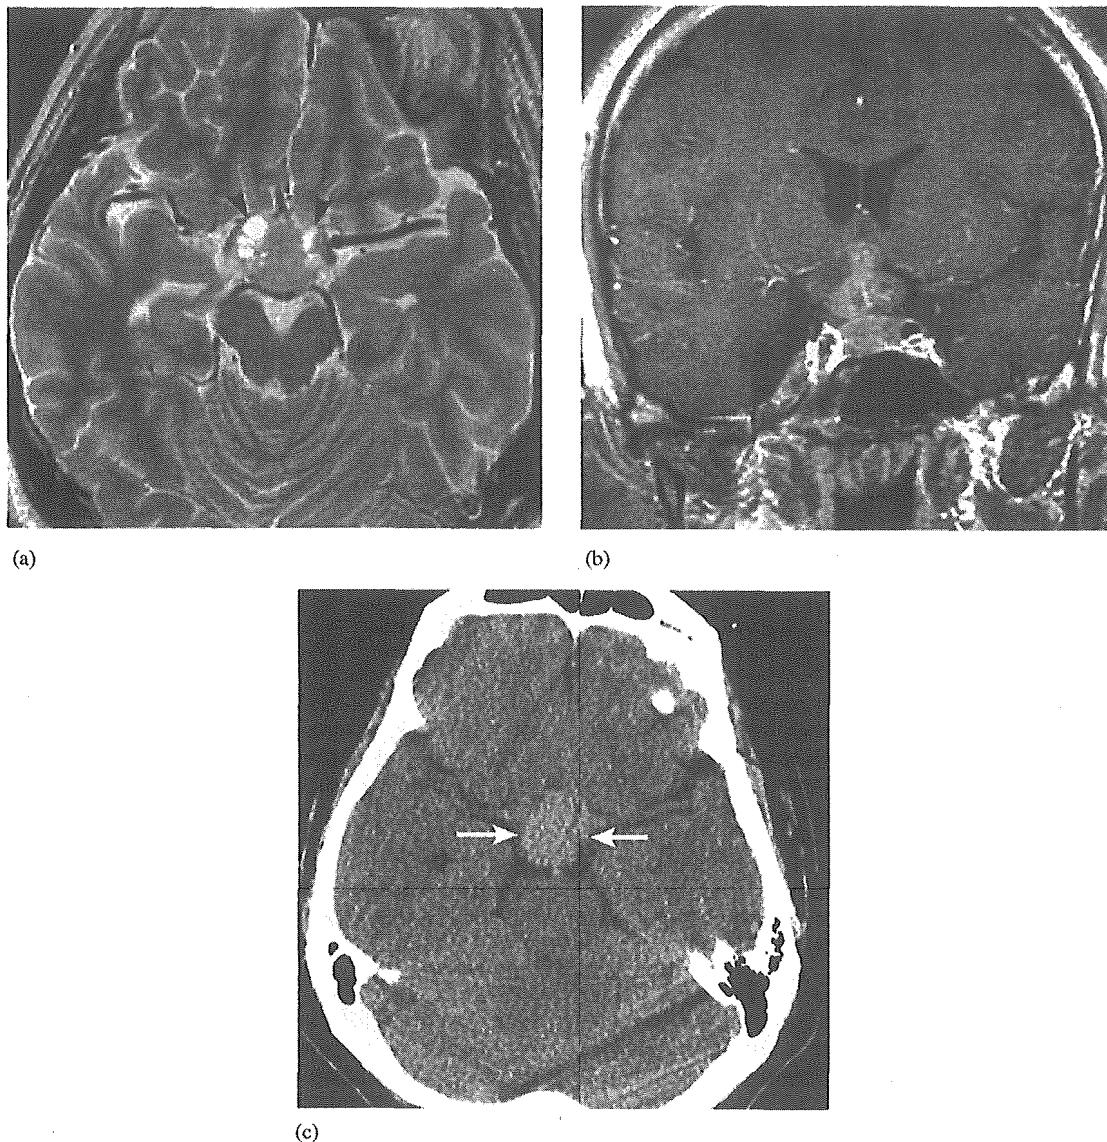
Case 12. Neurohypophyseal germinoma in a 26-year-old man. Axial T2-weighted MR image (FSE 4100/80) displays multiple intratumoral cysts (arrowheads) (a). Coronal post-gadolinium T1-weighted MR image (SE 400/14) shows tumor protruding into the third ventricle (b). Tumor is hyperdense to cerebral cortex on unenhanced CT (arrows) (c).
